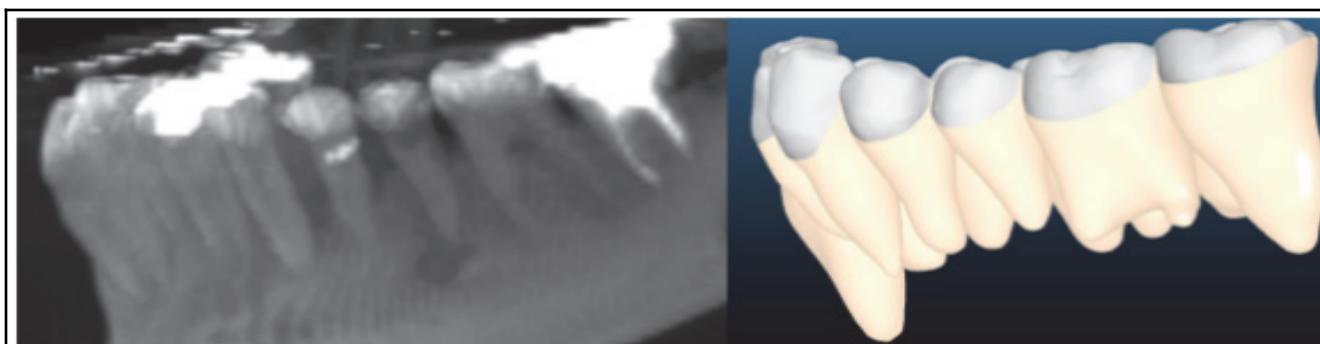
Capture d'écran d'un cone beam (logiciel Horos®) – Capture d'écran de la reconstitution des racines à l'aide du même cone beam et d'une empreinte optique (logiciel Insignia®) <sup>82</sup>
